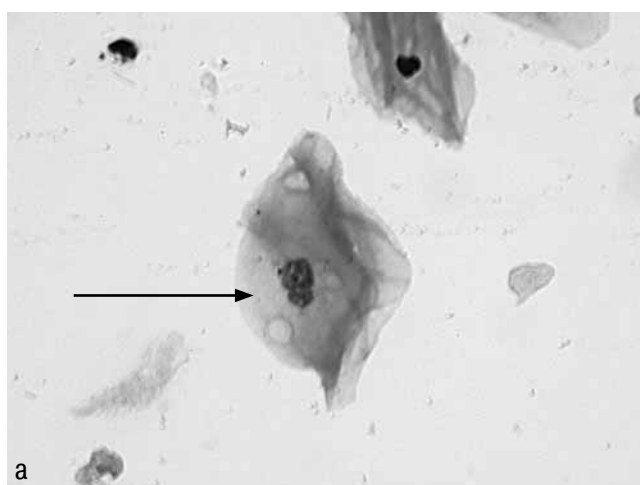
Протрузия в клетке буккального эпителия
